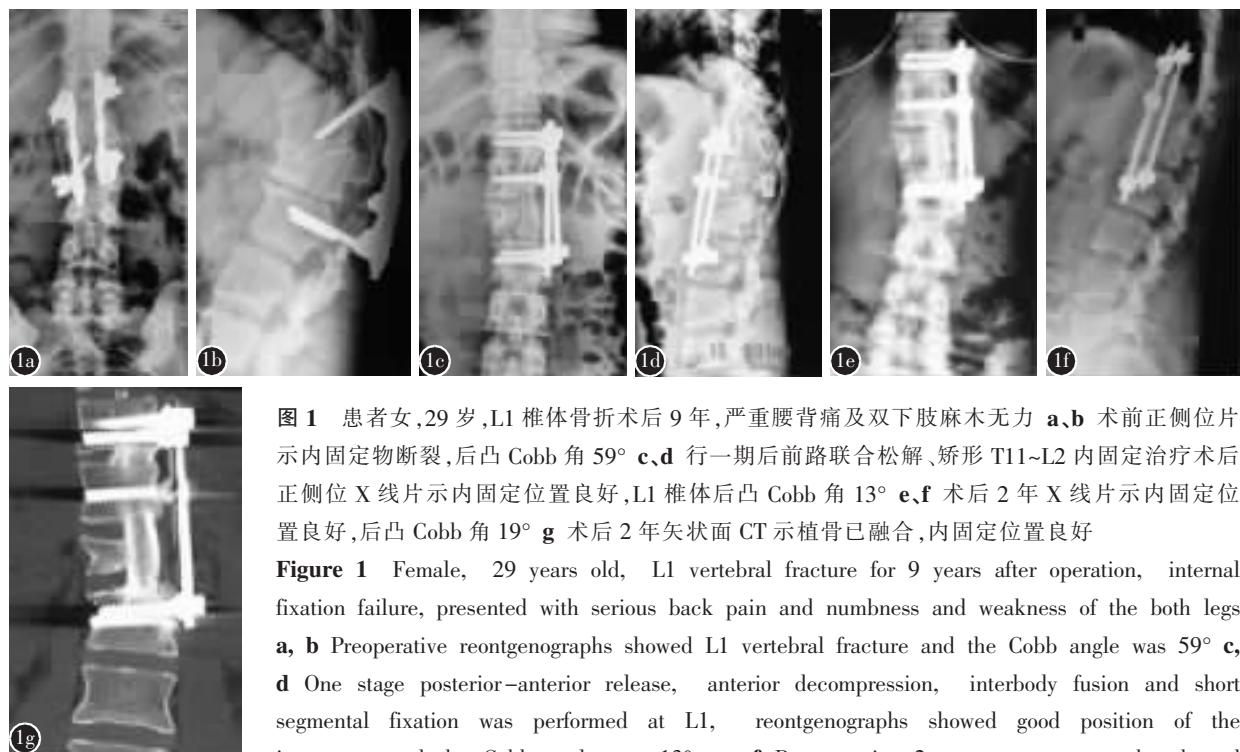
患者女,29岁,L1椎体骨折术后9年,严重腰背痛及双下肢麻木无力 a,b 术前正侧位片示内固定物断裂,后凸 Cobb 角 59° c,d 行一期后前路联合松解、矫形 T11~L2 内固定治疗术后正侧位 X 线片示内固定位置良好,L1 椎体后凸 Cobb 角 13° e,f 术后 2 年 X 线片示内固定位置良好,后凸 Cobb 角 19° g 术后 2 年矢状面 CT 示植骨已融合,内固定位置良好
